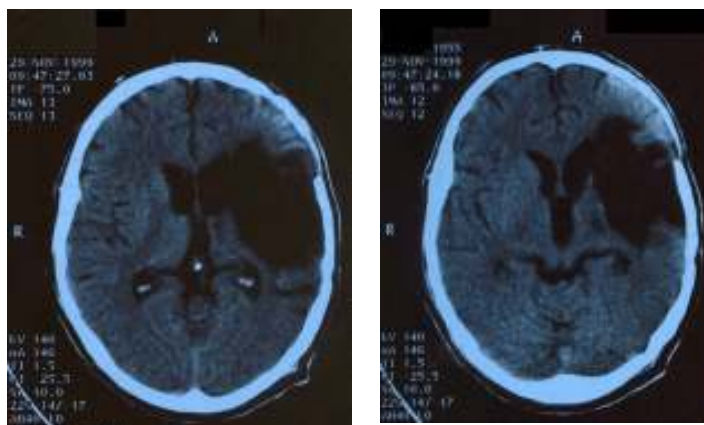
CT-Aufnahmen MD
